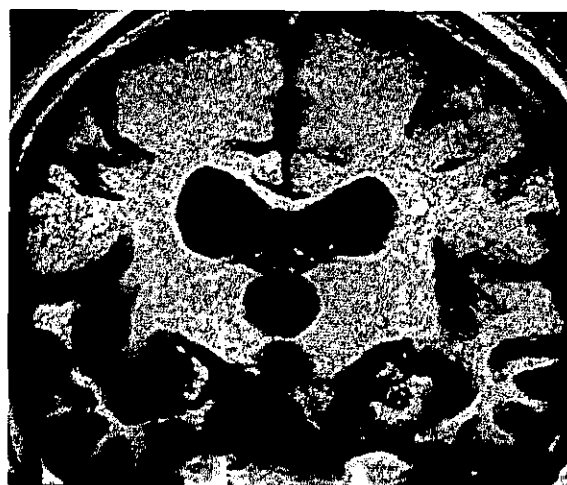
MRI 側頭葉底部の萎縮が著明。海馬は比較的保たれている。
